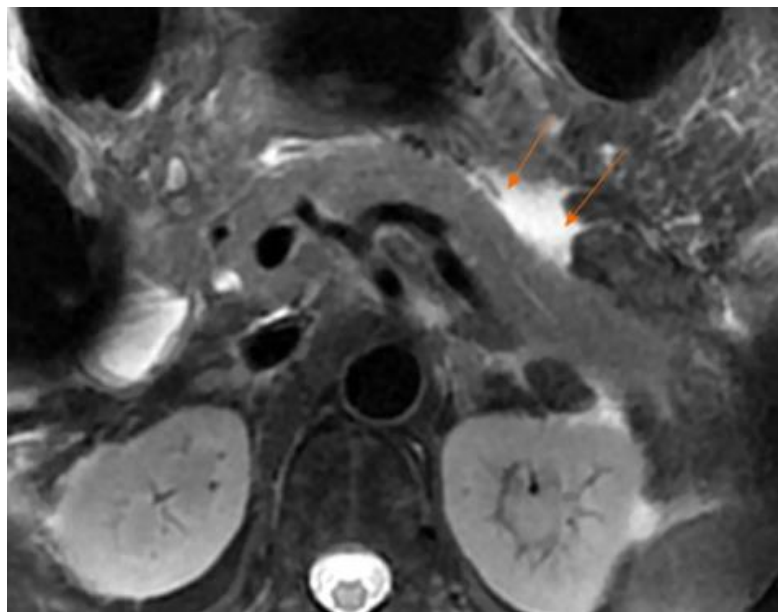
image IRM axiale T2 montre un épanchement liquidien homogène (flèches) autour du pancréas correspond à une collection liquidienne péri-pancréatiques aiguës
